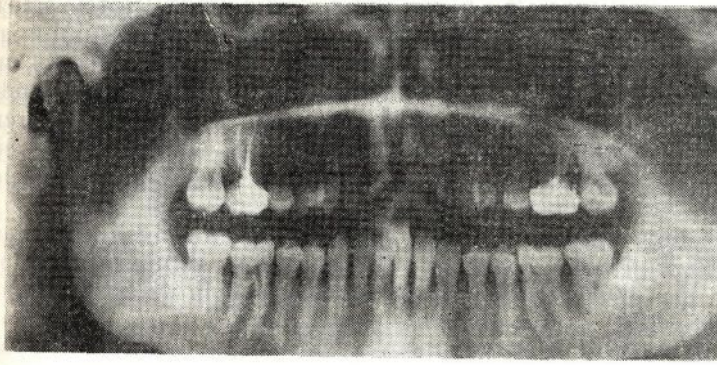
Radiografia panoramică a maxilarelor
